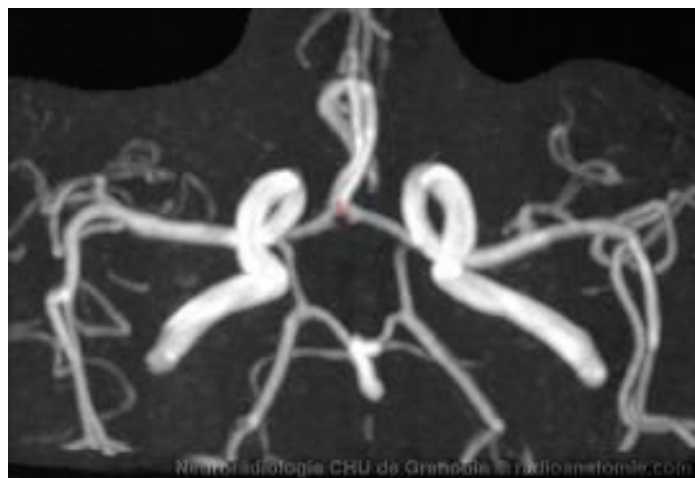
Polygone de Willis en IRM (3DTOF).
